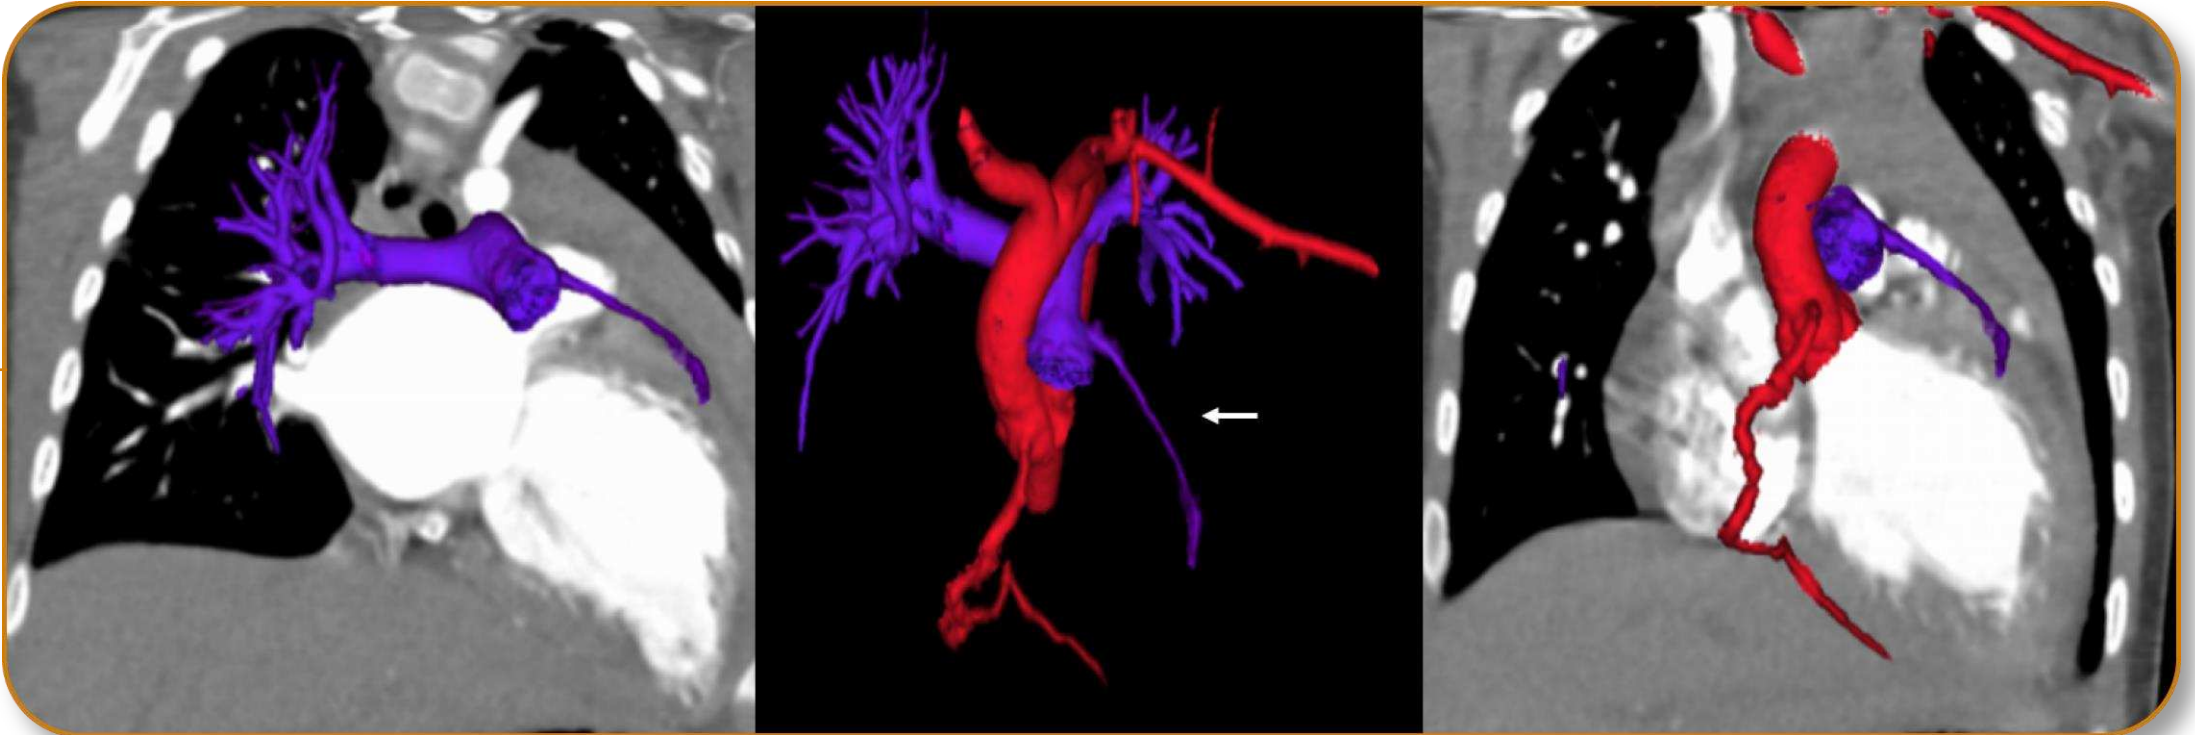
Paciente femenino de 2 años de edad. TC cardíaca con reconstrucción 3D. Arteria coronaria izquierda con origen anómalo desde el tronco de la arteria pulmonar, ALCAPA (flecha blanca). Arteria coronaria derecha de origen normal.
